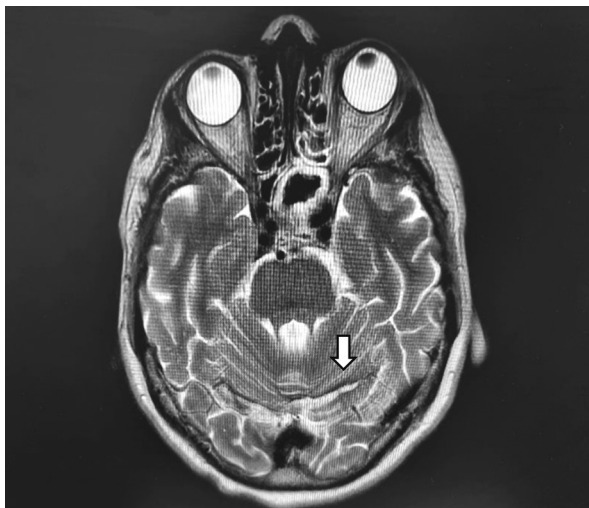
Аксиальная томограмма пациентки Л. (стрелкой указано отложение гемосидерина в борозде мозжечка)
